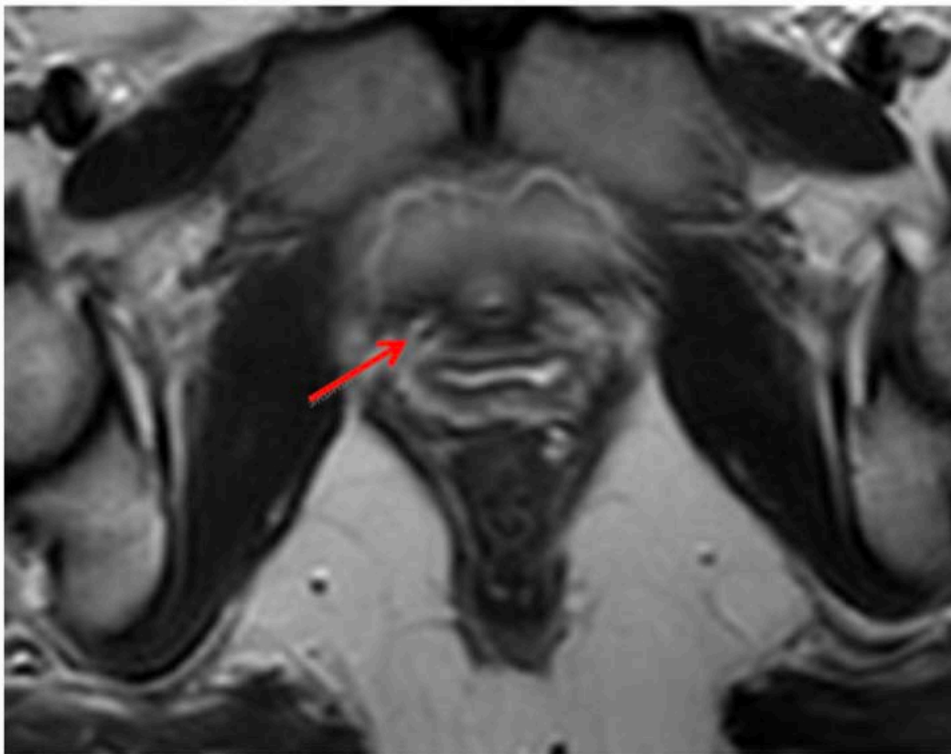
Coupe axiale du vagin en IRM en pondération T2 (flèche).
